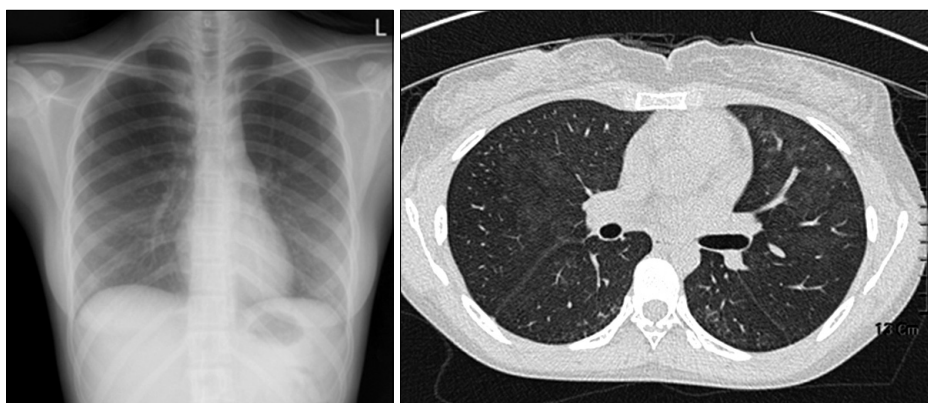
Follow up chest X-ray and chest computer tomography show resolved bilateral diffuse infiltration in both lower lung fields after oseltamivir treatment.
